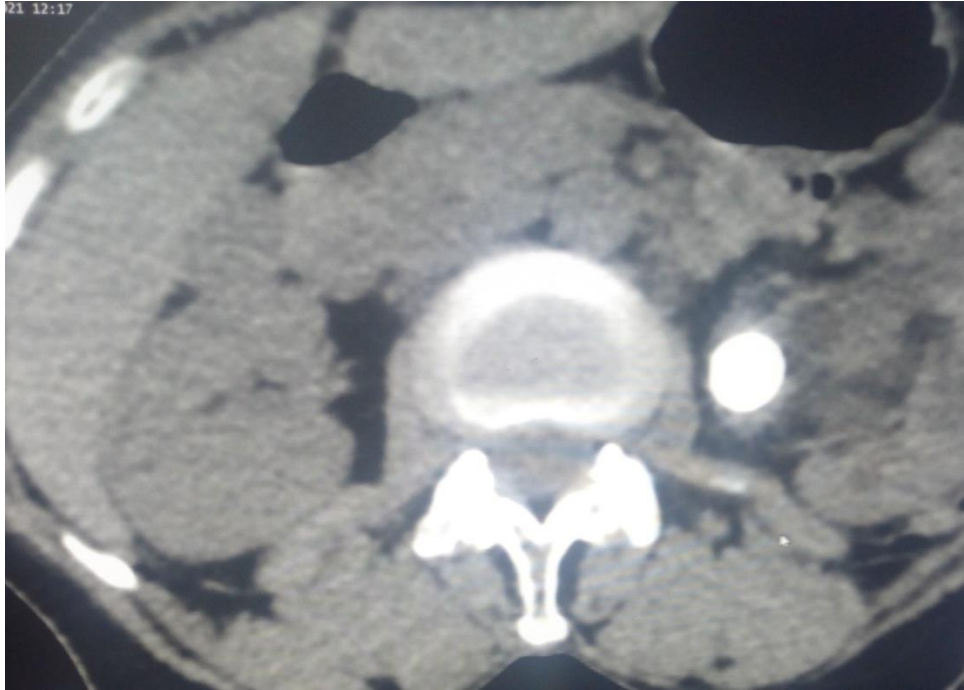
F D, 48 ans, adressée, pour lithiase pyélique gauche à l'échographie.
